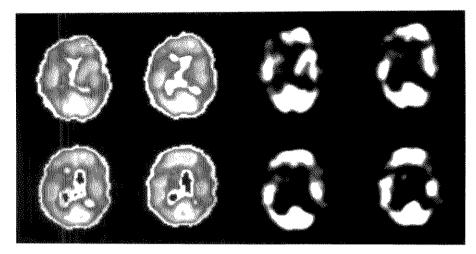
多发性梗死性痴呆患者脑 SPECT 最像图 可见脑内散在,多处且不规则分布的灌在缺损区
